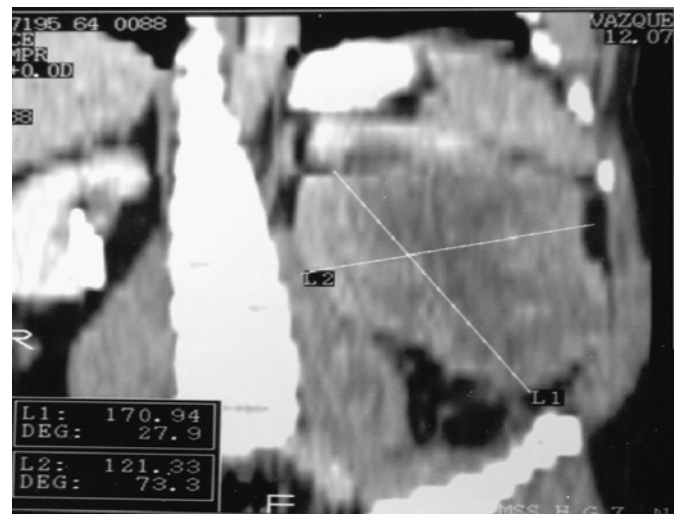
Reconstrucción de TAC abdominopélvica, donde se observa tumor renal izquierdo, de 17 x 12 cm, y densidad heterogénea.
